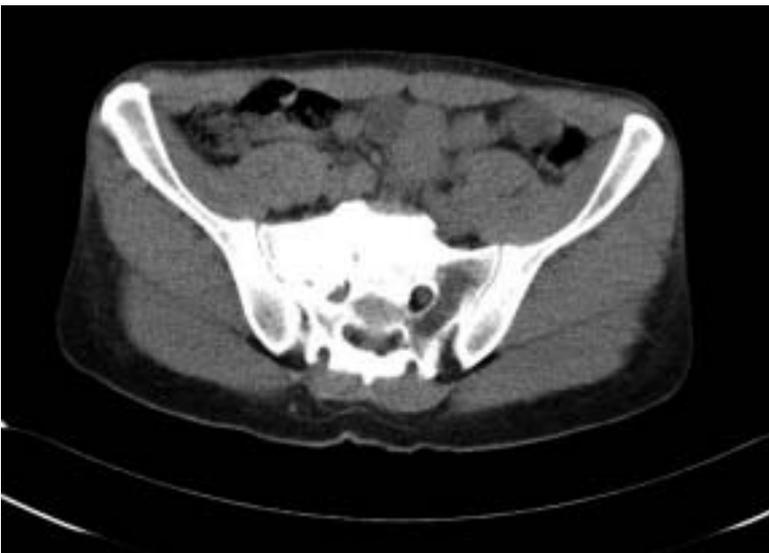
Caso N° 1. Corte axial de TC previo a la cirugía. Se observa una lesión de márgenes irregulares y mal definidos en la cara lateral derecha de S1 que se extiende al promontorio.
